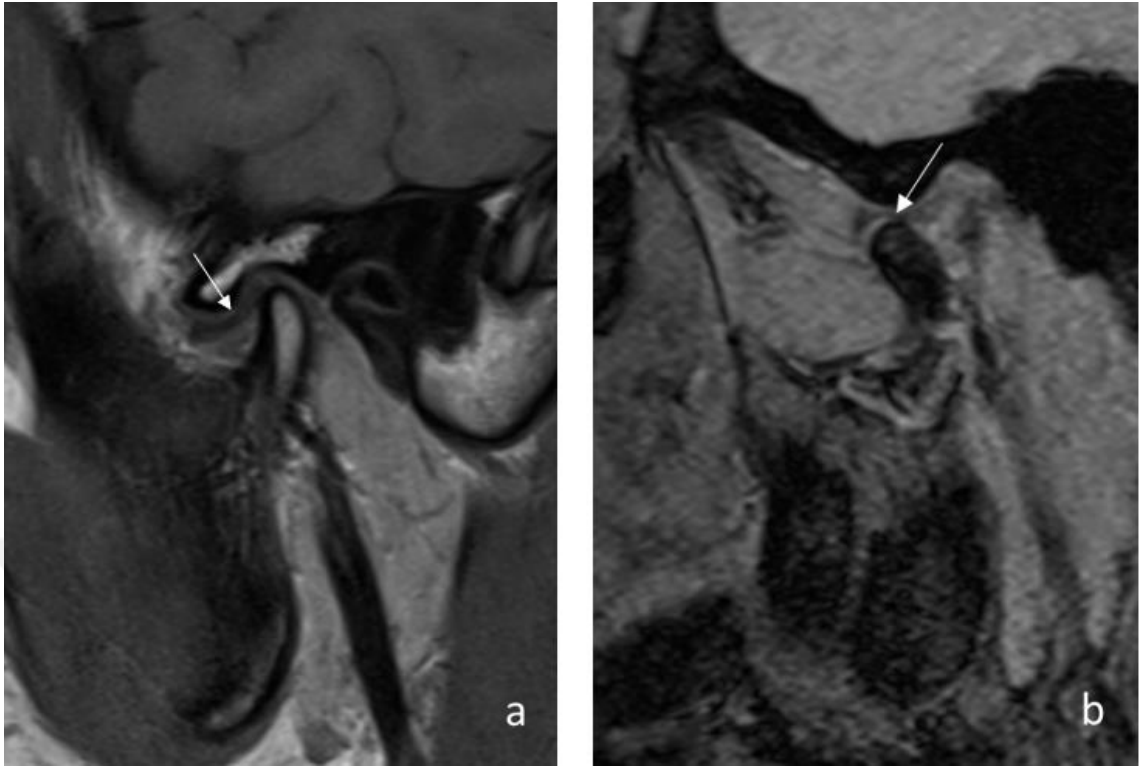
17 yaşındaki kadın hastaya ait oblik sagittal manyetik rezonans görüntüleri. a) T1-ağırlıklı görüntüde disk anterior pozisyonda ve katlanmış halde hipointens olarak izleniyor. (sarı ok) b) T2-ağırlıklı görüntüde diskin hemen üzerinde orta dereceli efüzyon hiperintens olarak izleniyor. (sarı ok)
